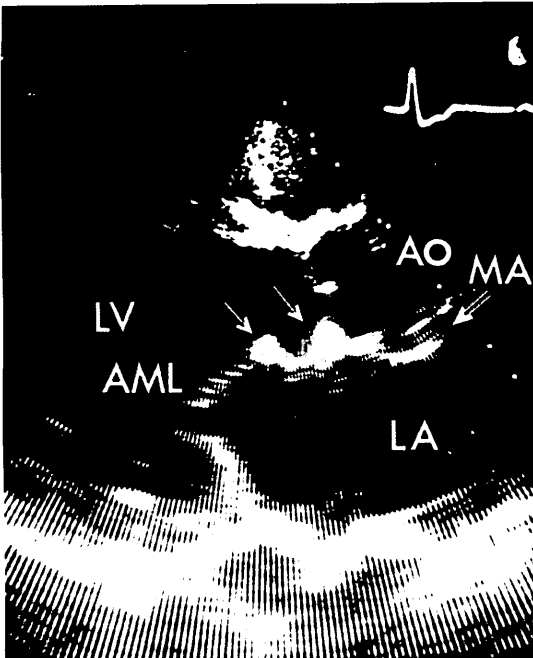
Long axis, two-dimensional echocardiogram of the aorta and left ventricle.
